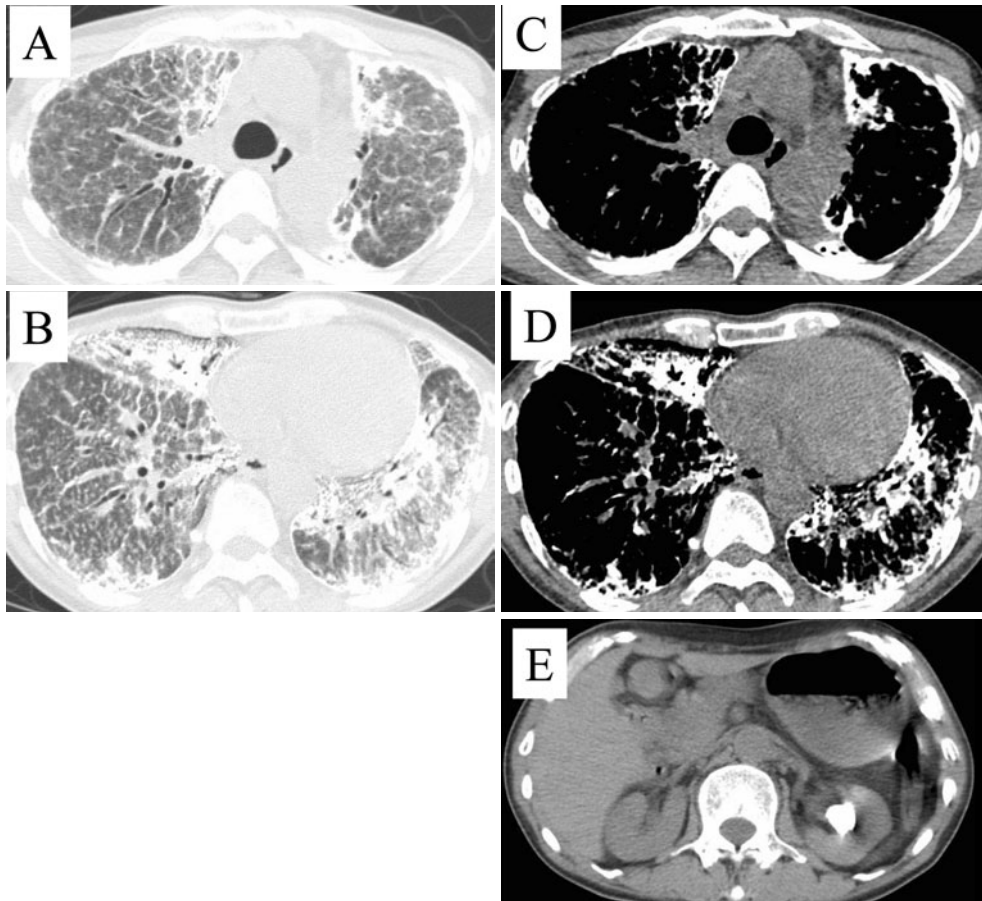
(A-D) Chest CT scans on initial visit showed diffuse ground-glass opacities throughout both lungs with calcific densities. These densities were found along the bronchovascular bundle and in the dorsal parts of the lung. (E) Abdominal CT scan showed calculus and a slight degree of hydronephrosis in the left kidney.
